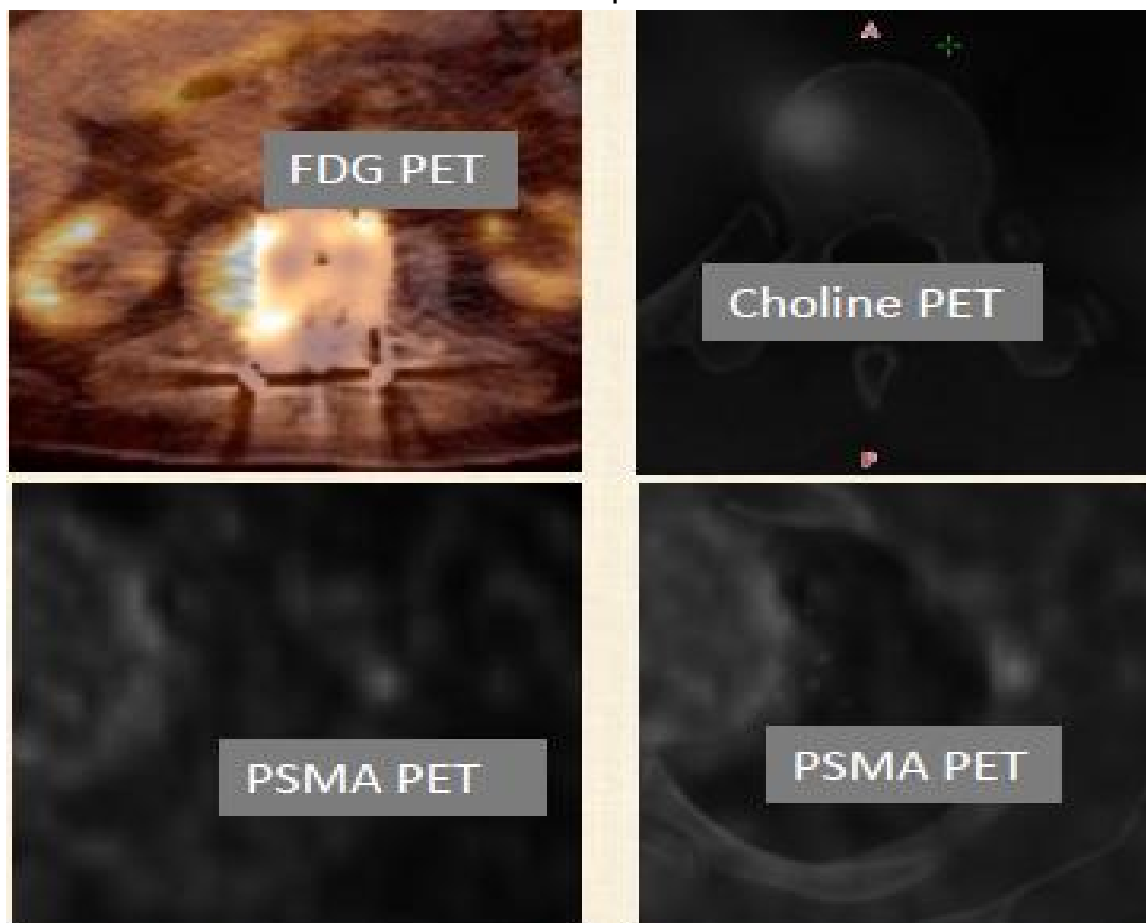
Exemples d'aspect de métastases vertébrales sur le PET-CT
